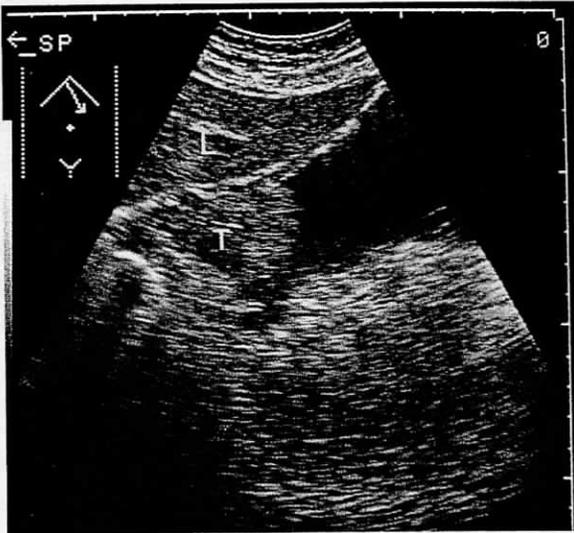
Borrmann 1型胃癌 噴門の隆起型癌で、内部はややエコーレベルが高く、表面は不整。L: 肝, T: 腫瘍
